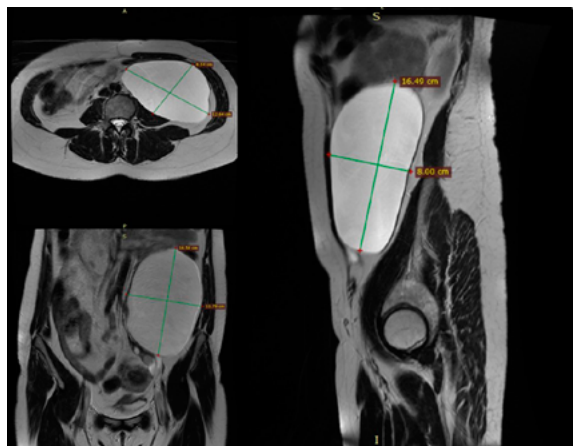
МРТ кистозного образования в аксиальной, фронтальной и сагиттальной проекциях
